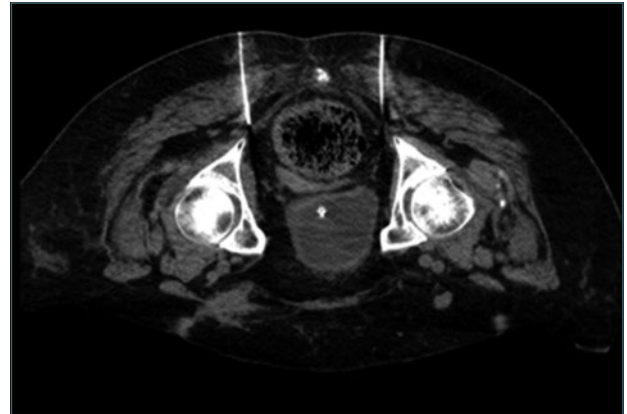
Imagen de TC a la altura del ligamento sacroespinoso.
